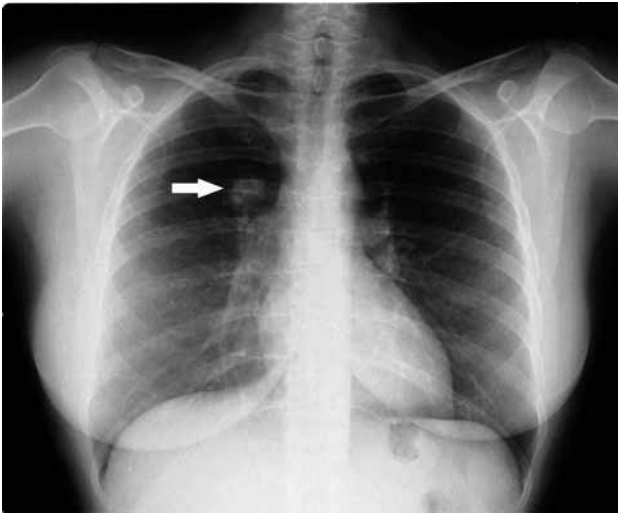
Radiografía de tórax que muestra un nódulo pulmonar derecho.
